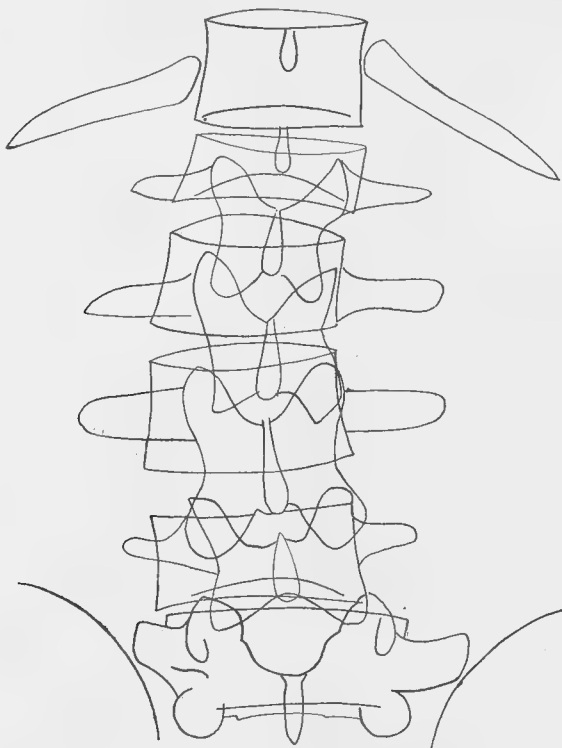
Radiographie de face. Platyspondylie de la 1<sup>re</sup> lombaire.
